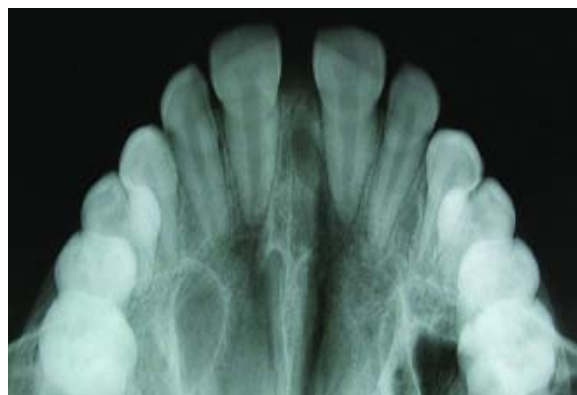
Radiografia oclusal pós-operatória
